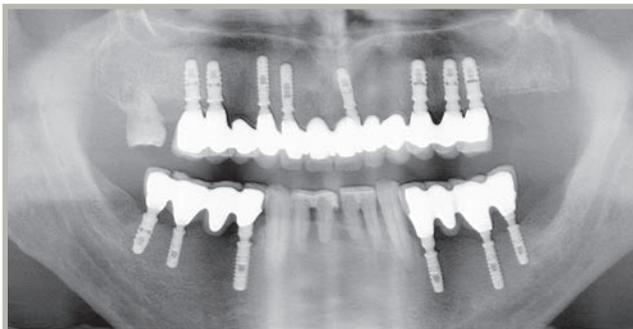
Esempio di ortopantomografia
